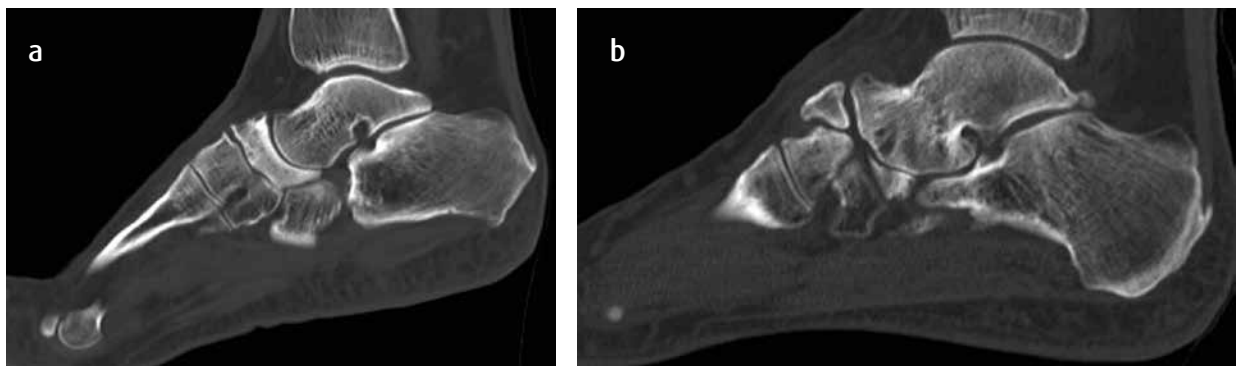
a) Tomografía computarizada en corte sagital. Alteración de la morfología del escafoides tarsiano. Cambios artrósicos de las articulaciones astrágaloescafoidea y escafoideocuneiforme. b) Tomografía computarizada en corte sagital. Alteración de la morfología del escafoides tarsiano, con aparente fragmentación del mismo. Cambios artrósicos de las articulaciones astrágaloescafoidea y escafoideocuneiforme.
